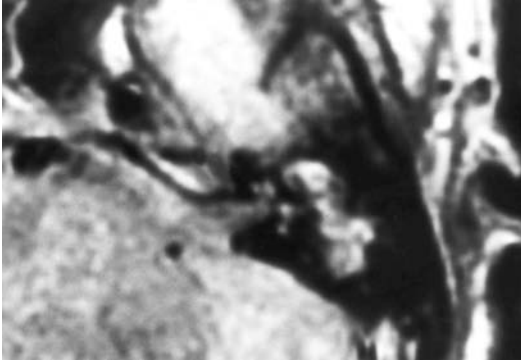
RM de un peñasco derecho que muestra un gran colesteatoma congénito.
